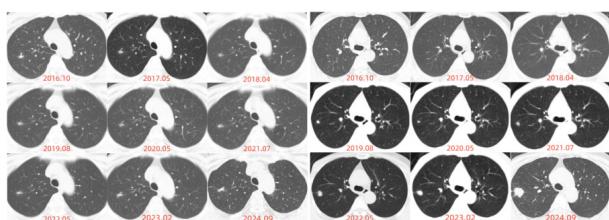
A右肺上叶原发性肺癌CT影像变化图（肺窗）；B右肺上叶乳腺癌肺转移瘤CT影像变化图（肺窗）。
